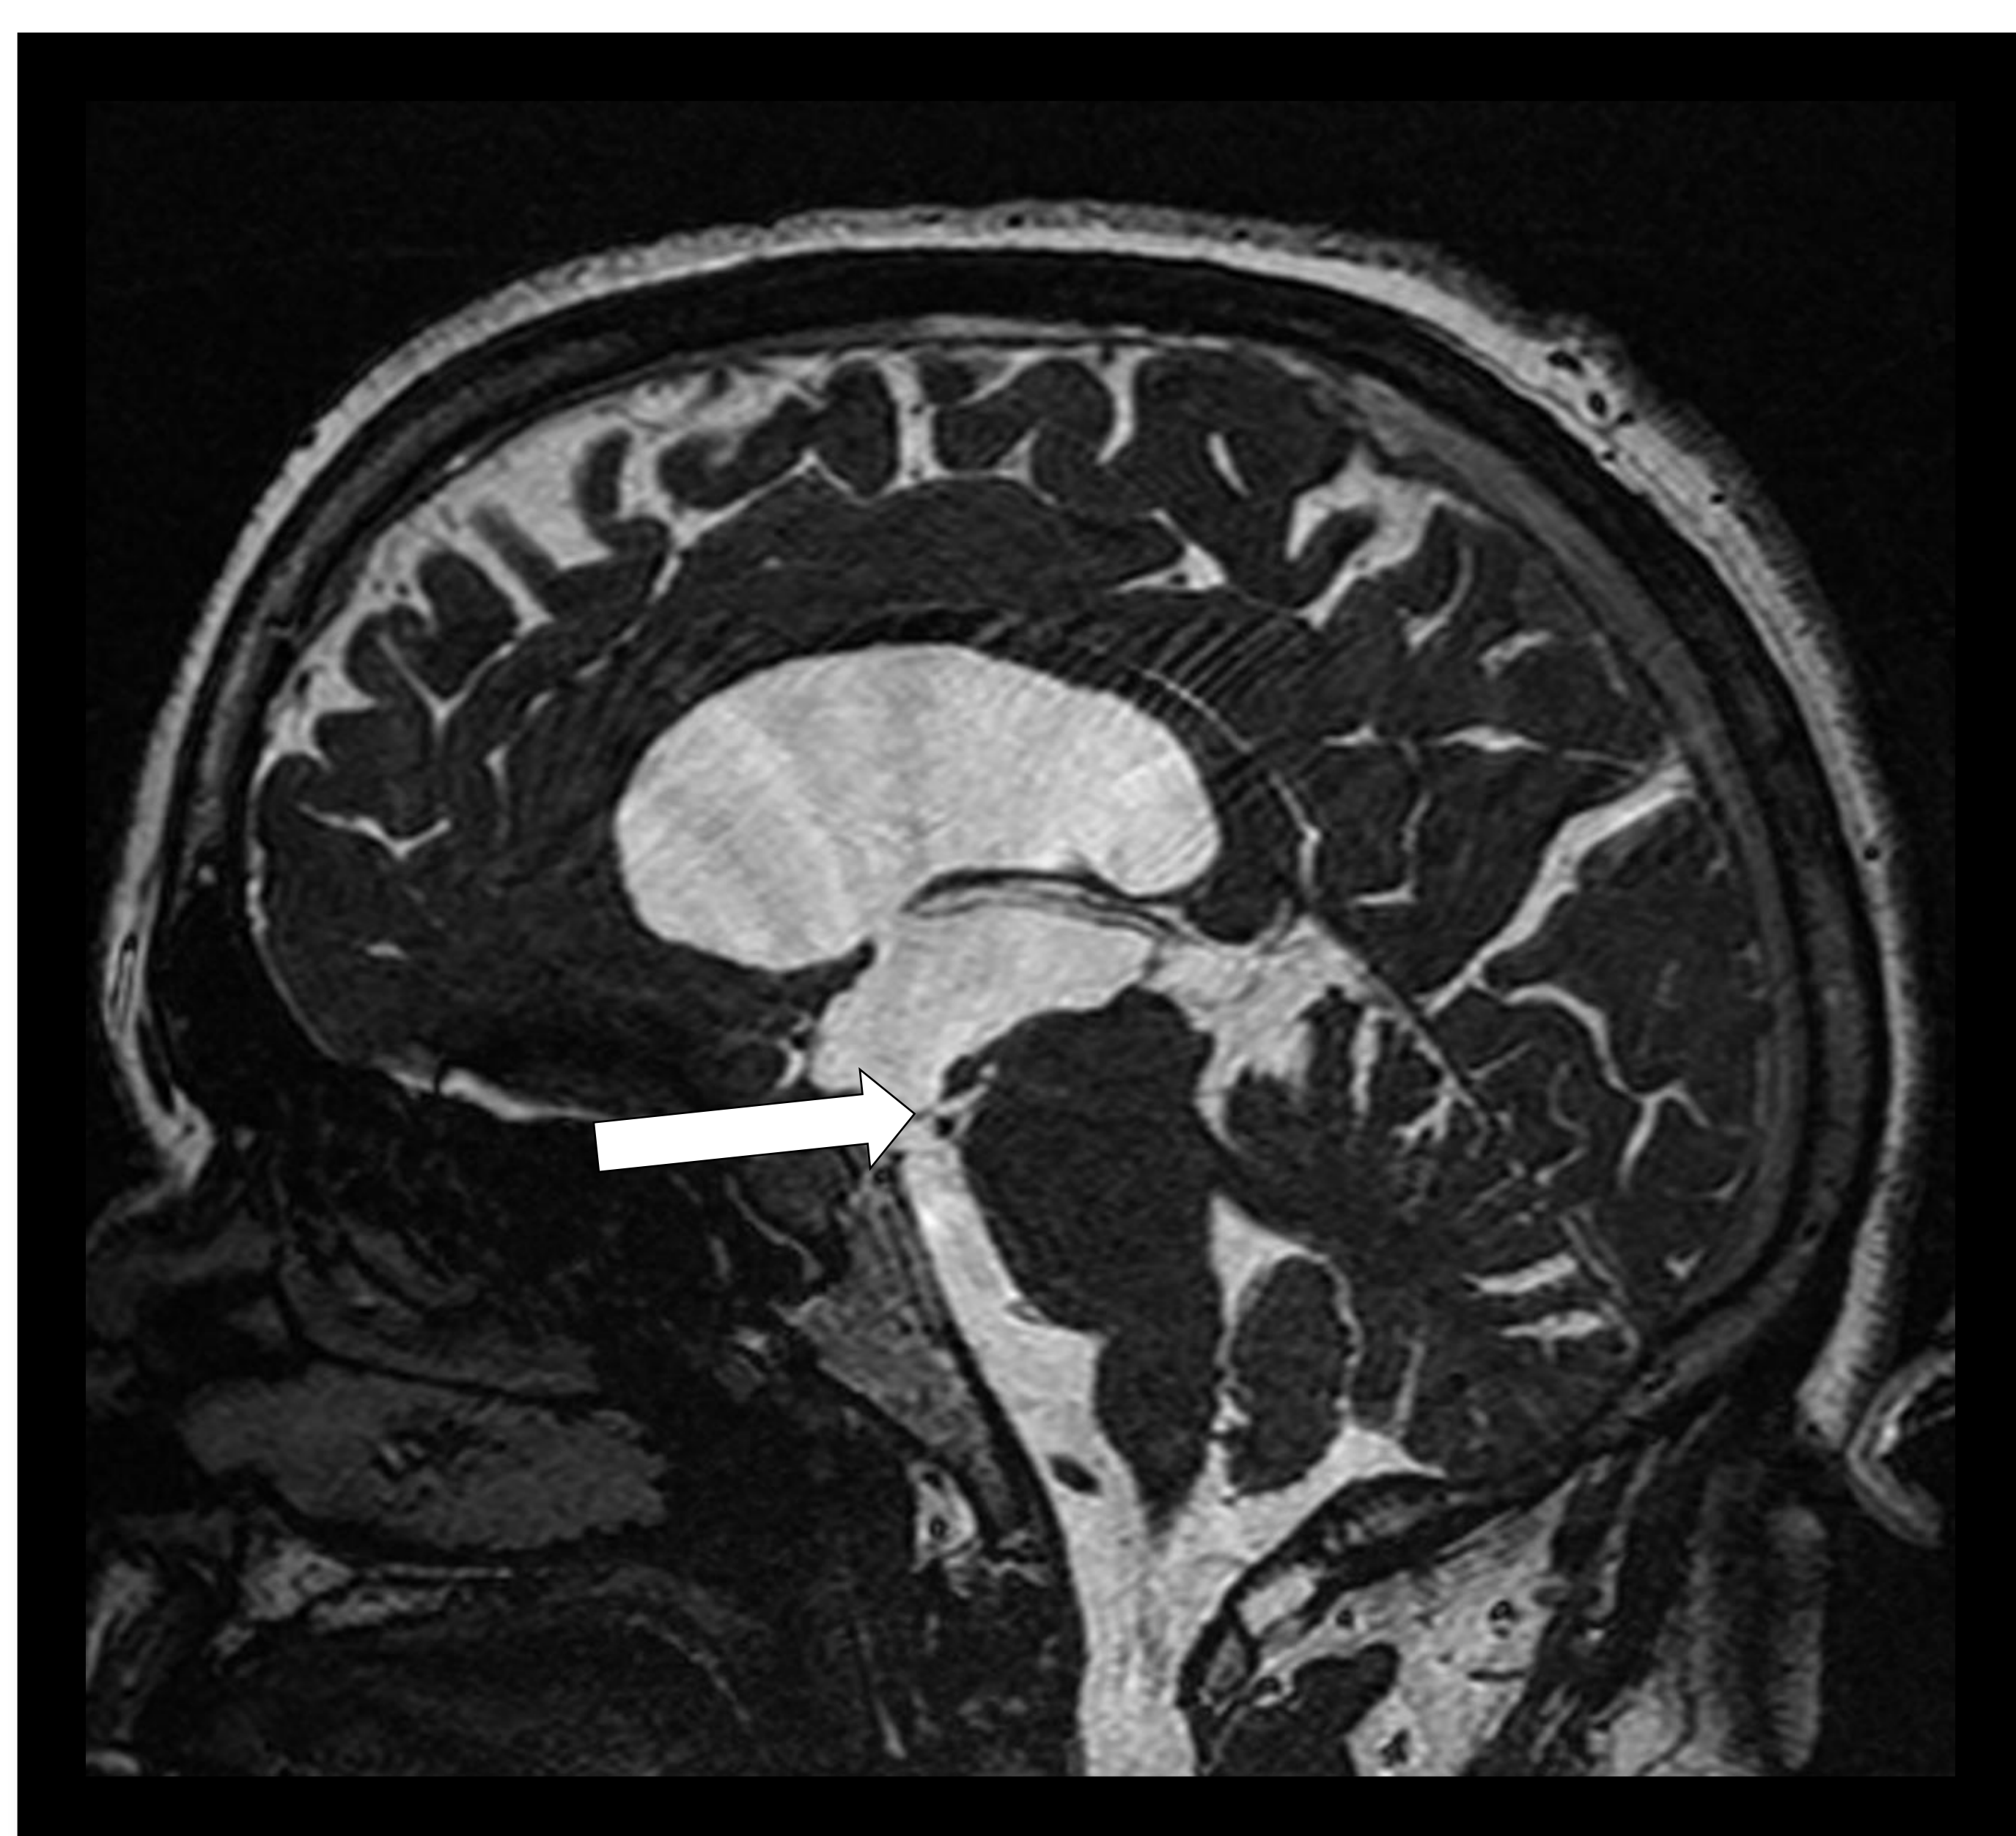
RM cerebral potenciada en T2 con secuencia FIESTA observando ventriculomegalia supraventricular, abombamiento de suelo de tercer ventrículo con disminución de la distancia mamilopontina (cabeza de flecha blanca)
